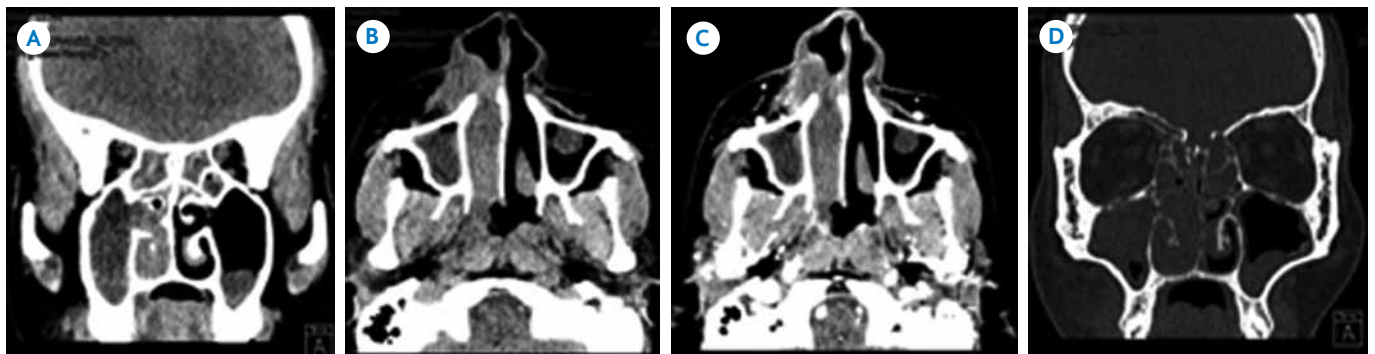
Mujer de 39 años con linfoma en fosa nasal izquierda. A) Tomografía en fase simple, corte coronal. Lesión de aspecto polipoideo en densidad de tejido blando localizada en la cavidad nasal izquierda e infiltrando el resto de la cavidad nasal y al seno maxilar ipsilateral. B) Tomografía en fase contrastada, corte coronal. La lesión presenta un realce homogéneo y moderado. C) Tomografía en fase contrastada, corte axial. Hay extensión de la lesión hacia la pared lateral izquierda de la nasofaringe. D) Tomografía con ventana ósea, corte axial, hay erosión del septo nasal y cornete medio e inferior izquierdos. E) Tomografía con ventana ósea, corte coronal; esta lesión deforma la región nasogeniana ipsilateral.
